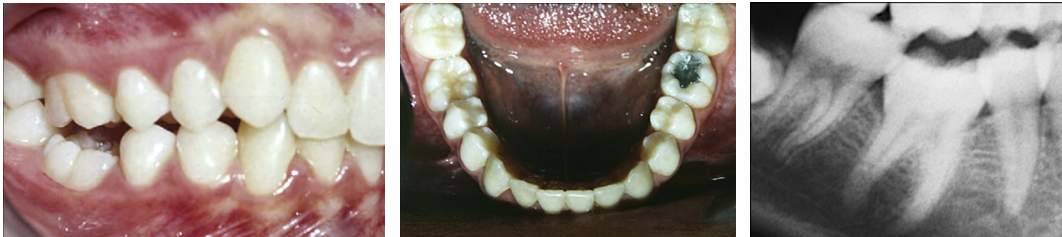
Photographies intra-buccales et radiographie d'une patiente présentant une première molaire mandibulaire droite (46) ankylosée (Pithon et Bernardes, 2011).
